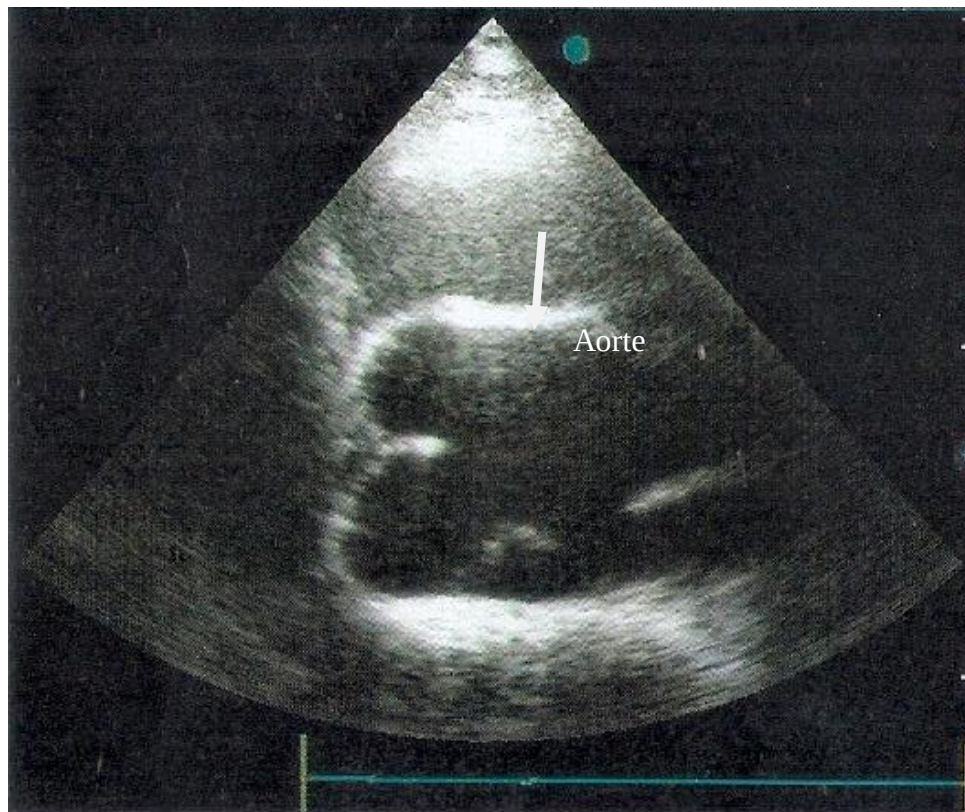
Echographie bidimensionnelle parasternale gauche transaortique montrant une dilatation anévrysmale de la racine de l'aorte avec aspect évoquant un faux chenal (flèche blanche).
